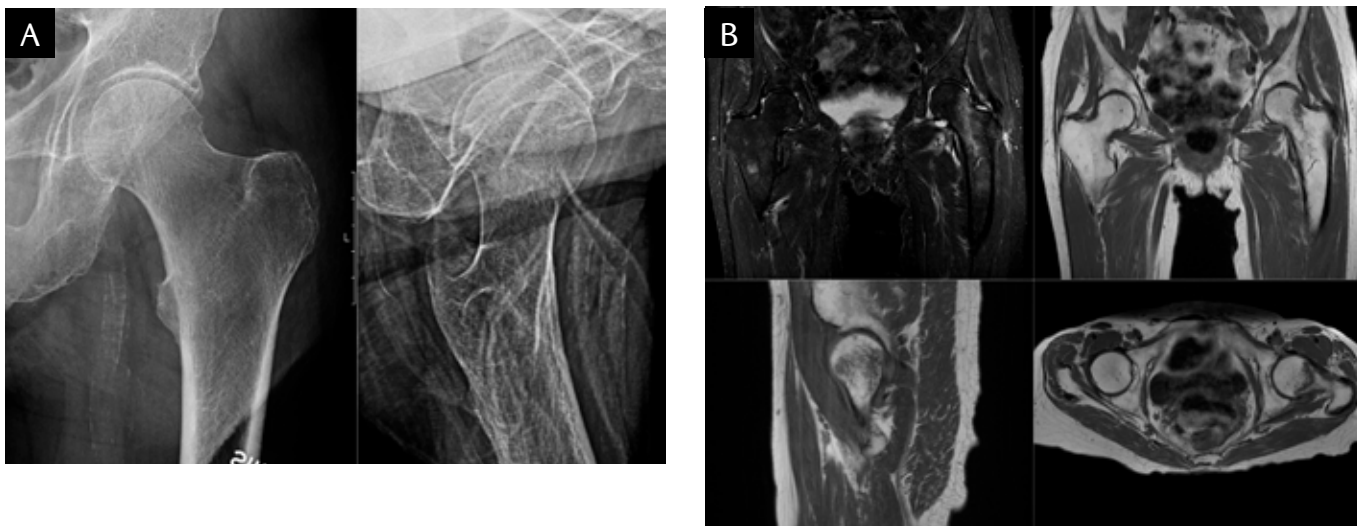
80-årig kvinna med cervikal höftfraktur och mycket ringa felställning på röntgenundersökning (a) vilket missades. MRT senare samma dag (b) visar cervikal höftfraktur utan felställning med tydlig frakturlinje och benmärgs- ödem.
